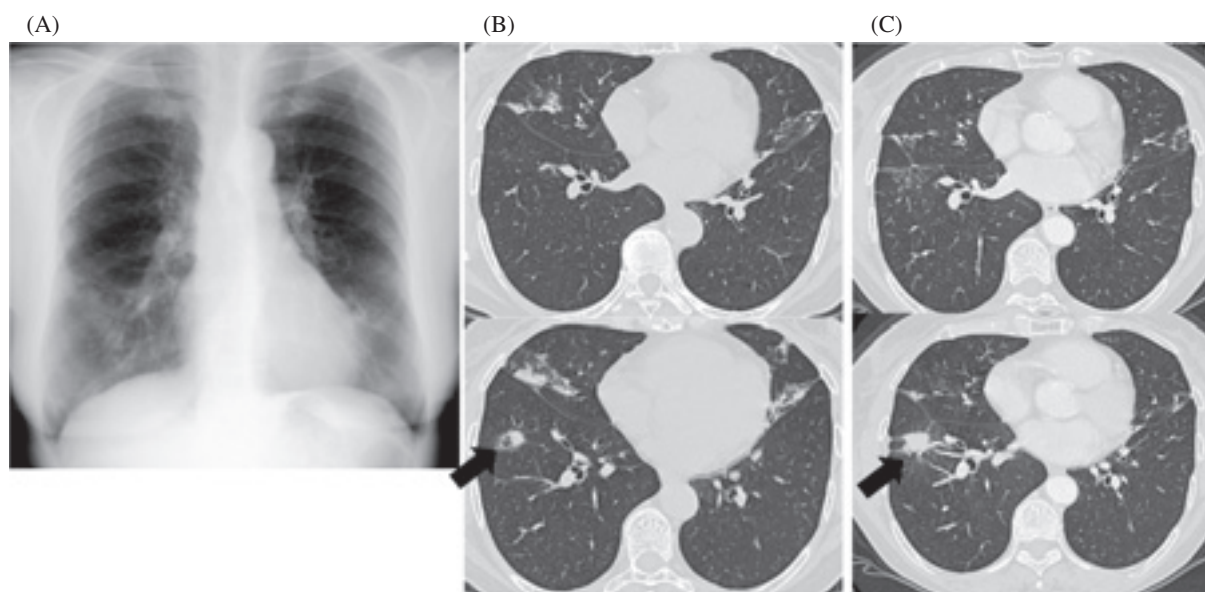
Chest radiograph (A) and chest CT scan (B) at initial presentation showed centrilobular small nodular shadow in the right middle lobe and lingula, and a solitary nodule in the right lower lobe. The solitary nodule in the right lower lobe enlarged after 15 months (C).
